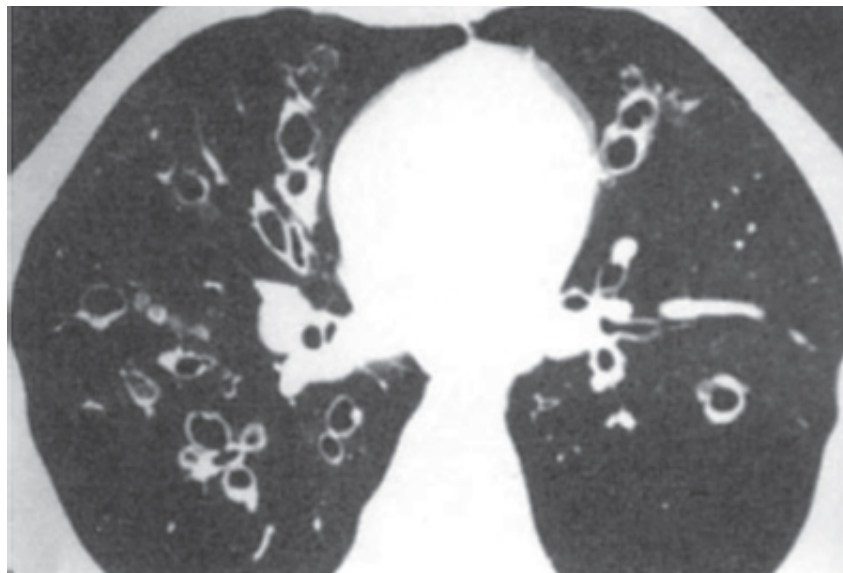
Tomografia computadorizada (TC) de alta resolução mostrando aumento do diâmetro brônquico em relação à artéria, formando imagens em “anel de sinete” e espessamento das paredes brônquicas.
